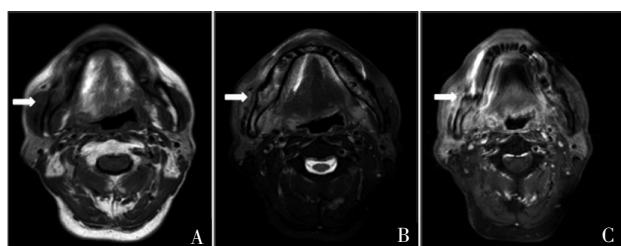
MRI显示下颌骨放射性骨坏死。A.T1WI示骨髓腔呈低信号;B.T2WI示骨髓腔信号增高;C.增强后可见强化
